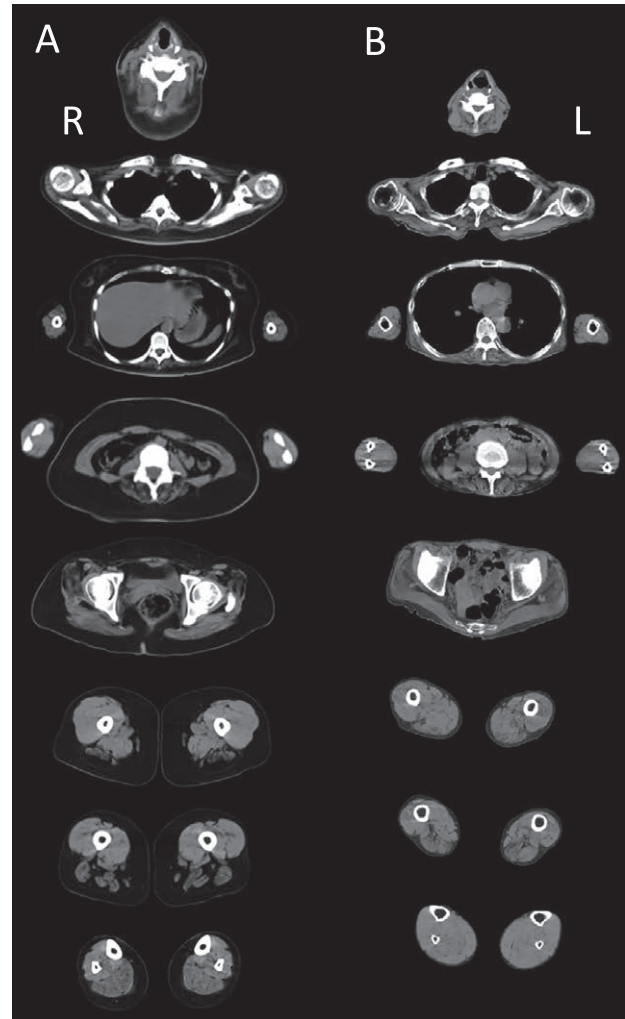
Muscle computed tomography (CT) of Cases 1 (A) and 2 (B). (A) CT revealed diffuse axial and proximal atrophy, with markedly affected gluteus medius and hamstrings. (B) CT revealed diffuse axial and proximal atrophy. Neck, paraspinal, shoulder girdle and gluteus medius, and thigh muscles show fatty replacement and marked atrophy.
